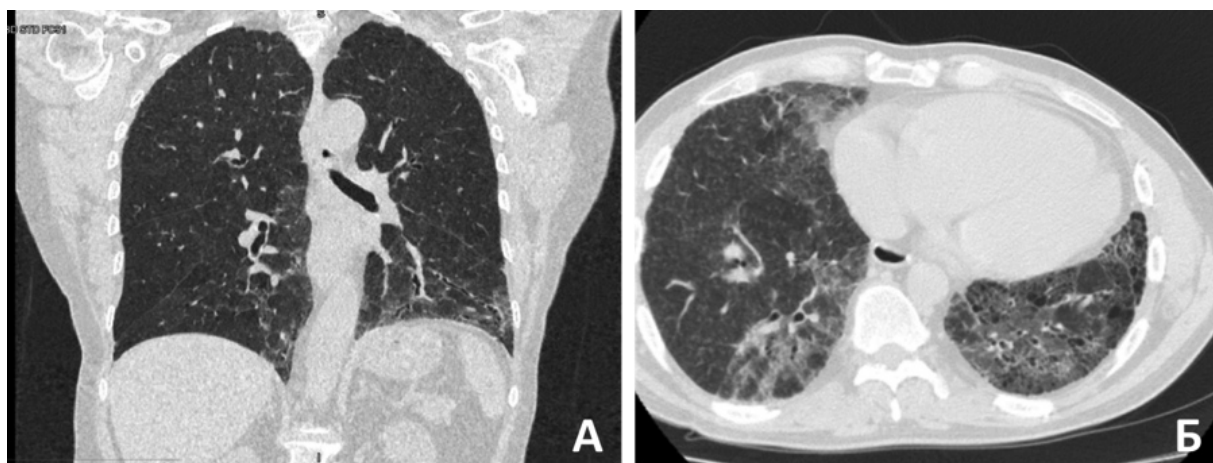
КТ-изображения легких пациентов группы АНЦА-ИЗЛ. А — пациент №3 — НСИП: утолщение междолькового интерстиция и участки уплотнения по типу “матового стекла” в базальных отделах обоих легких. Б — пациентка №4 — ОИП: утолщение междолькового интерстиция, участки уплотнения по типу “матового стекла” в обоих легких, в том числе перибронхиально, признаки кистозной трансформации паренхимы в нижней доле правого легкого.
